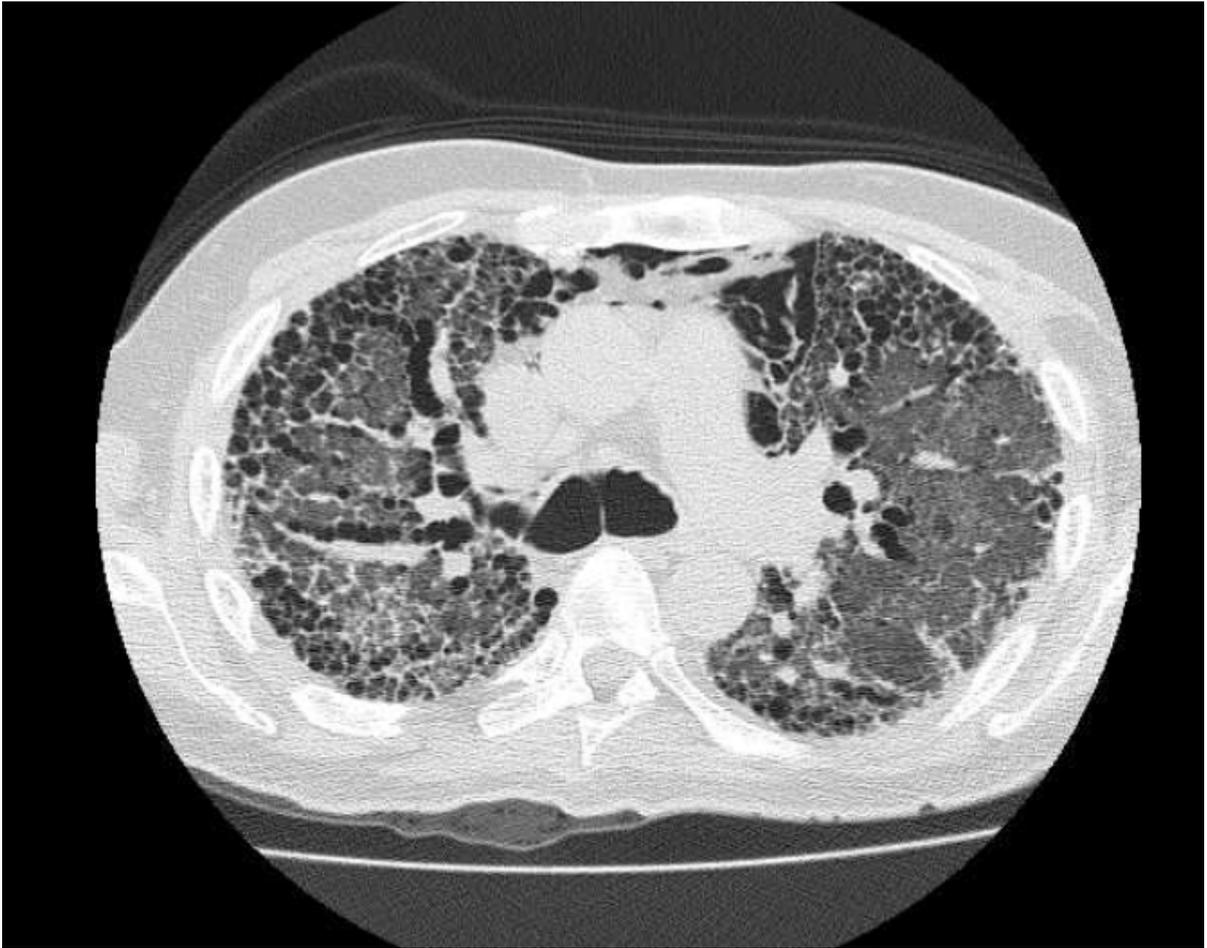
TC com contraste
